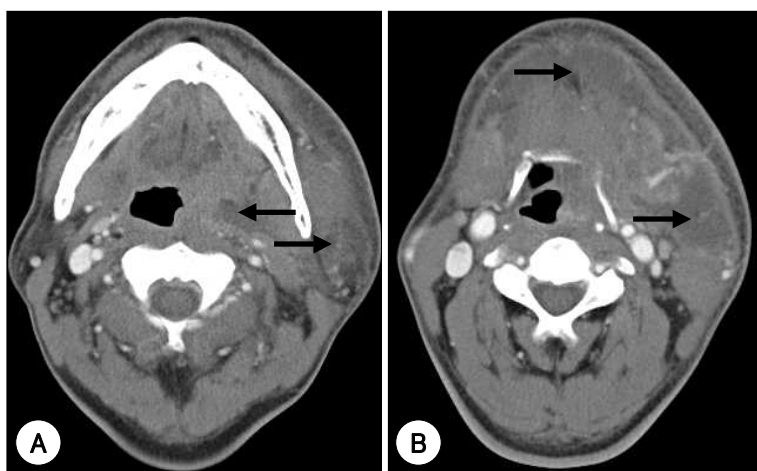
Left peritonsillar abscess (A) spread to parapharyngeal space, submental space (B) (black arrow) on axial contrast-enhanced CT before operation.
